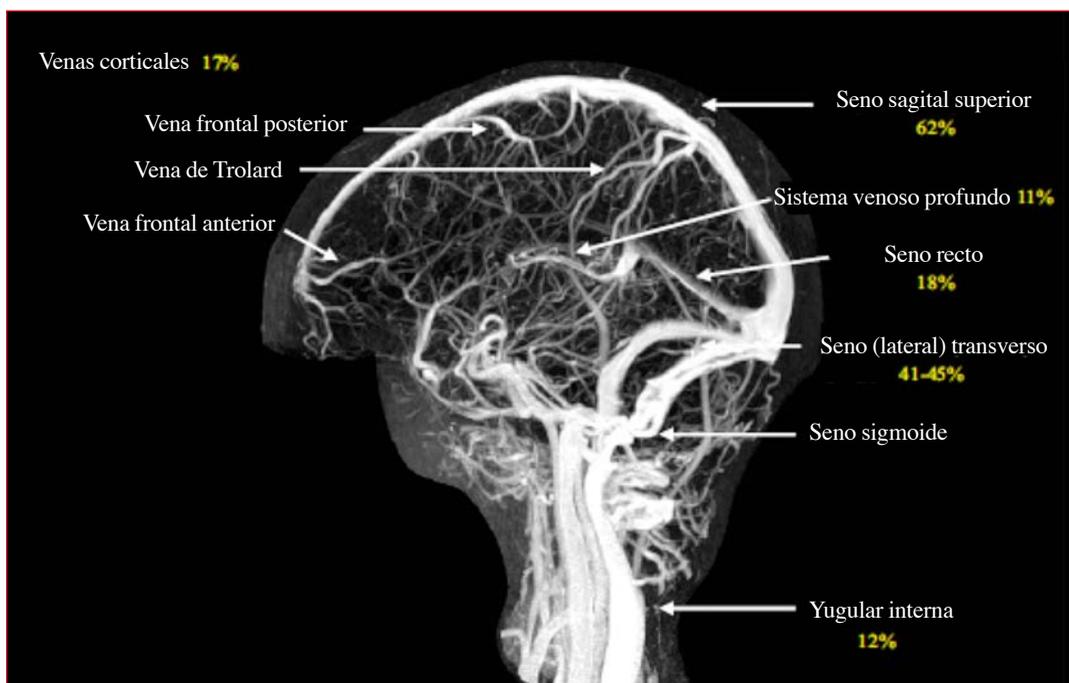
Venografía por resonancia magnética.
